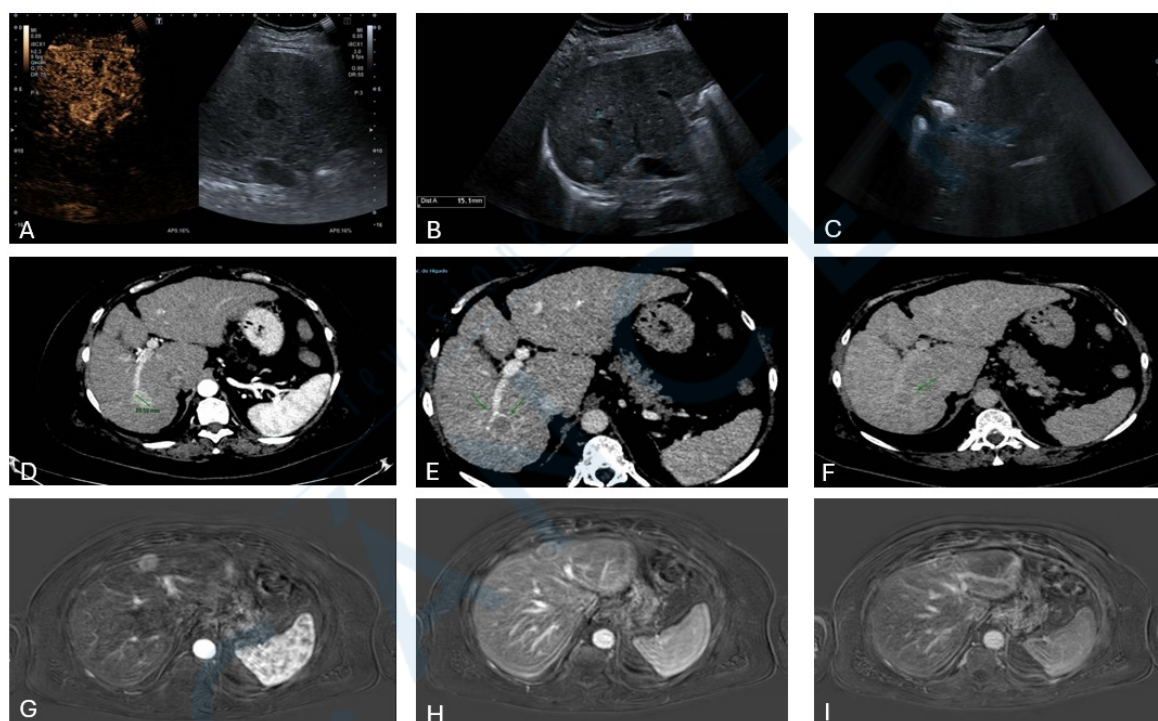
Imágenes sugestivas de hepatocarcinoma en las diferentes técnicas de imagen. A. Lesión focal hipoecogénica de 20,1 mm en el segmento VIII tras la administración de contraste intravenoso hipercaptación en fase arterial. B. Lesión hipoecogénica de 15 mm en el lóbulo hepático derecho. C. Lesión hipoecogénica de 2 cm tratada mediante termoablación percutánea. D-F. TC dinámica (fase arterial, venosa, tardía) en la que se aprecia una lesión de 20,59 mm con hipercaptación en fase arterial con lavado en fase venosa y tardía. G-I. RM con contraste intravenoso (fase arterial, venosa y tardía) en la que se aprecia una lesión focal a nivel subcapsular con hiperrealce en
